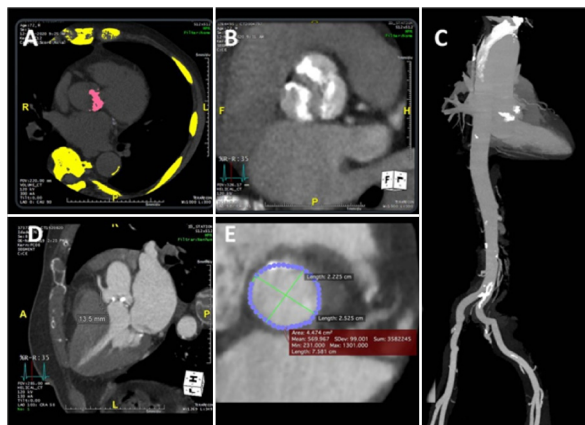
Angiotomografia de aorta, sincronizada com ciclo cardíaco, para avaliação de factibilidade do tratamento transcateeter (TAVI). Avaliação do escore de cálcio valvar (A), anatomia da válvula aórtica (B), maximointensityprojection de aorta e ilíacas (C), altura da coronária (D) e medida do tamanho do anel (E).
